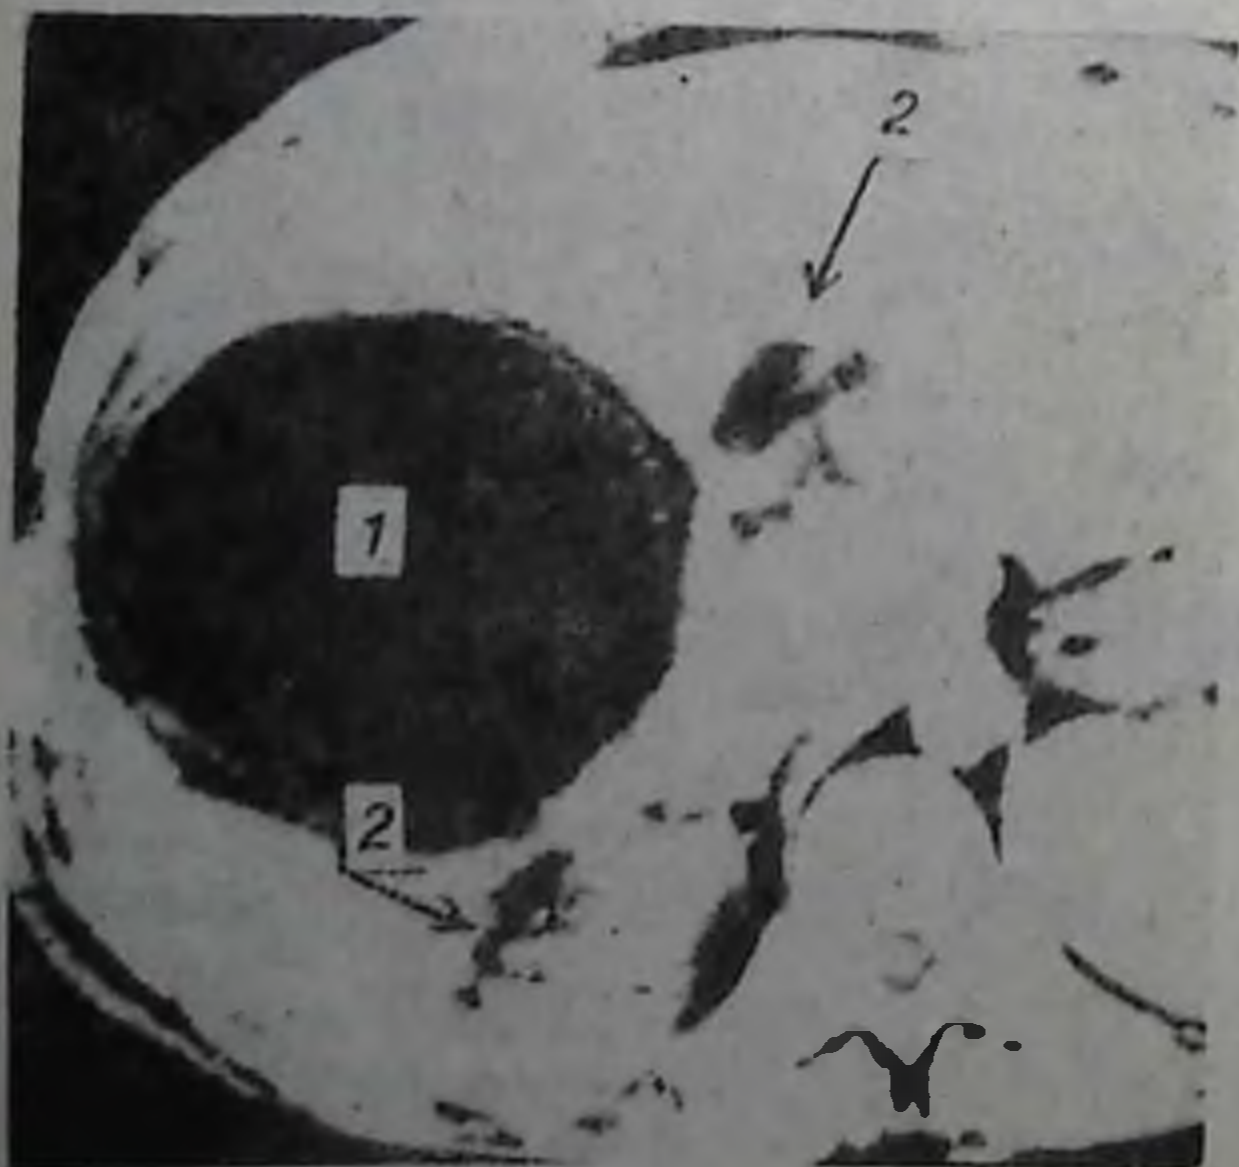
Компьютерная томограмма живота (по Ю. В. Гришину и соавт.):
